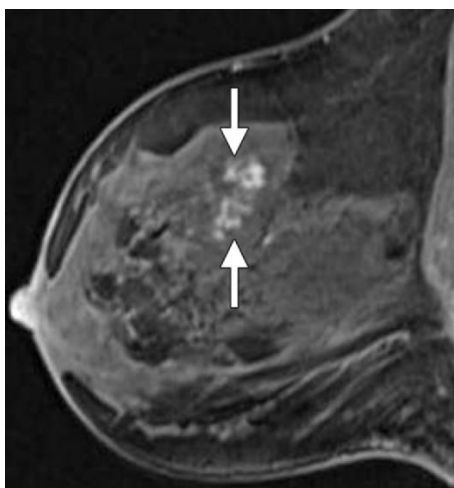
Imagen de RM en fase T1 de CDIS de alto grado. Fuente: Greenwood HI, Heller SL, Kim S, Sigmund EE, Shaylor SD, Moy L. Ductal carcinoma in situ of the breasts: review of MR imaging features. *Radiographics* 2013; 33; 1569–1588. CDIS de alto grado.
